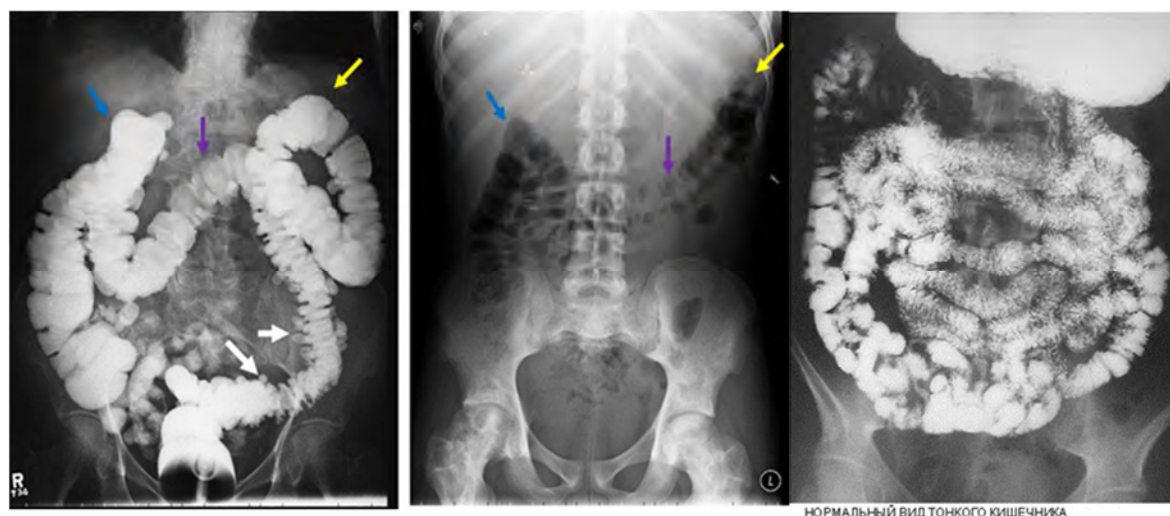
Рентгеноанатомия толстой кишки. Нормальный вид тонкого кишечника. Стрелки указывают на гаустры. (Источник: <https://en.ppt-online.org/735720>)
